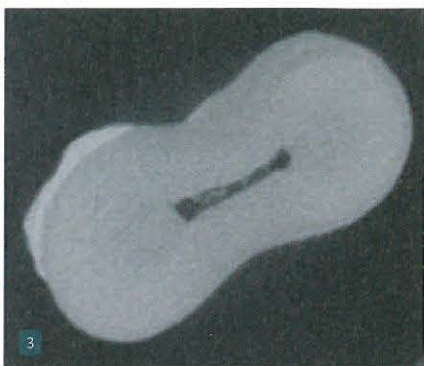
Mikro-CT: Gewebereste im Isthmus in der Mitte der mesialen Wurzel vor der Aufbereitung
